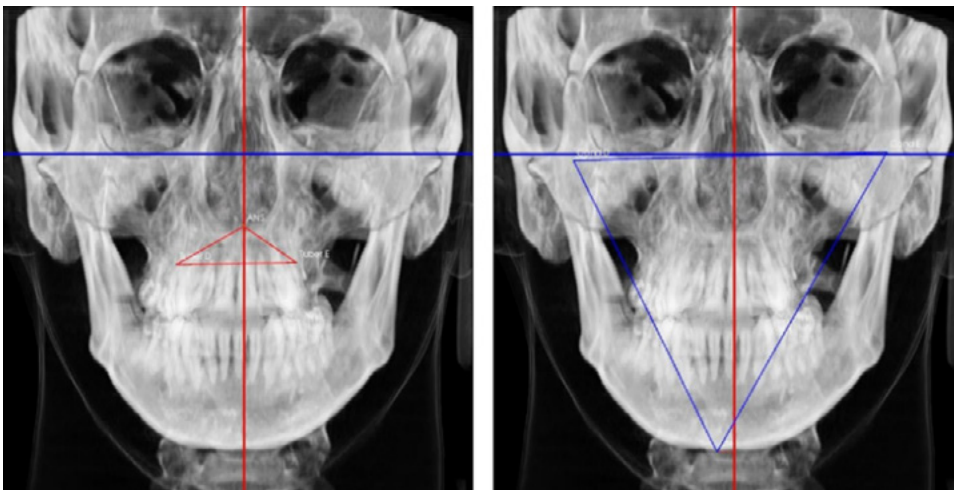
Imagens da tomografia com representação da maxila (imagem esquerda) e mandíbula (imagem da direita).
